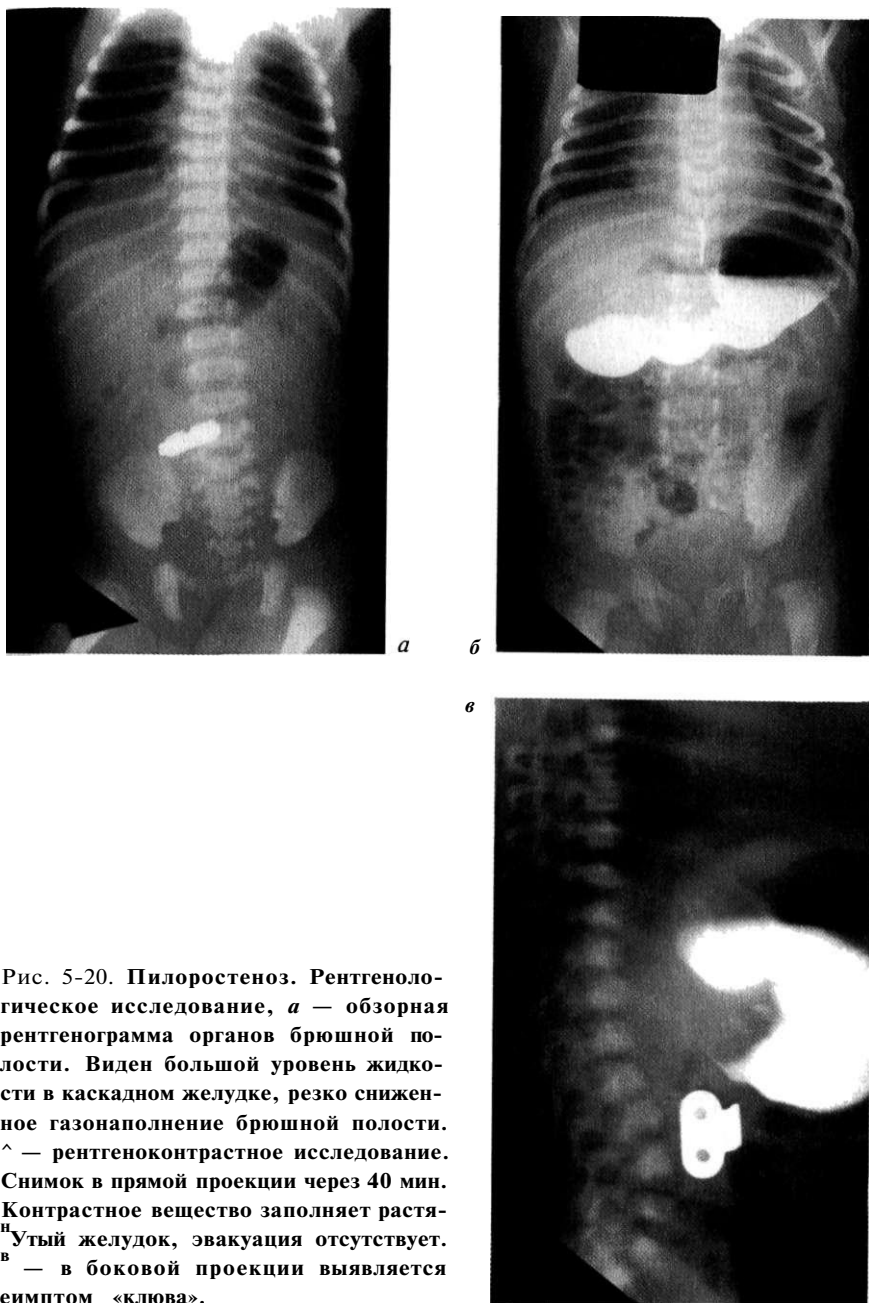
Пилоростеноз. Рентгенологическое исследование, *а* — обзорная рентгенограмма органов брюшной полости. Виден большой уровень жидкости в каскадном желудке, резко сниженное газонаполнение брюшной полости. *б* — рентгеноконтрастное исследование. Снимок в прямой проекции через 40 мин. Контрастное вещество заполняет растянутый желудок, эвакуация отсутствует. *в* — в боковой проекции выявляется симптом «клюва».
